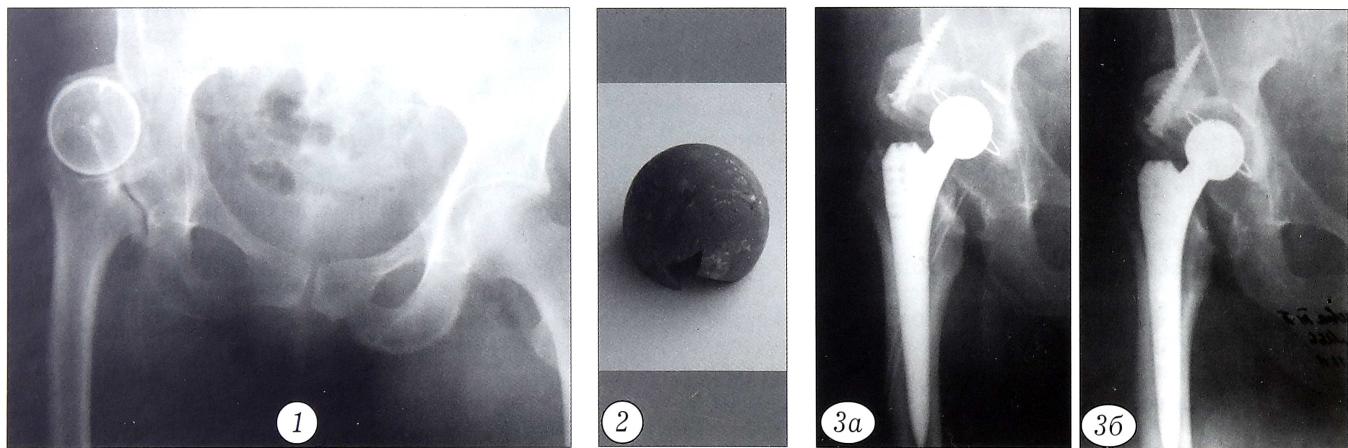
Обзорная рентгенограмма при поступлении в ЦИТО.
